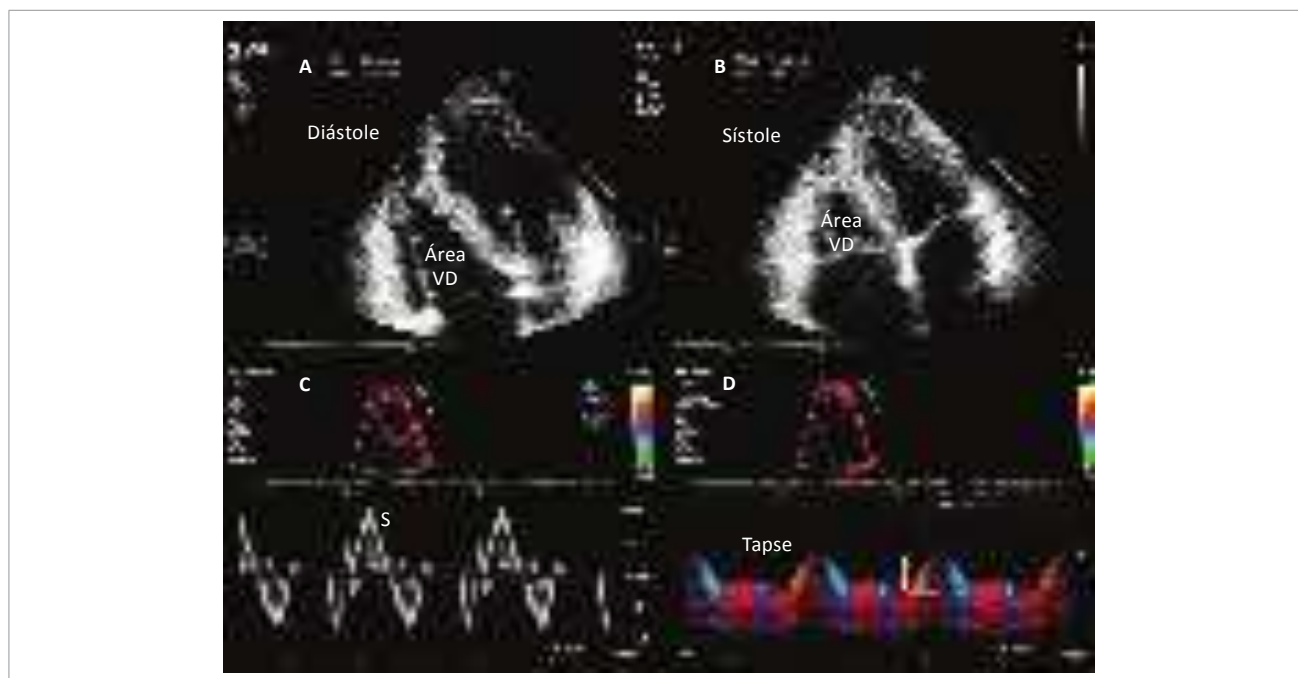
Medidas para avaliação quantitativa da função sistólica do ventrículo direito. Em A e B, foram obtidas a área diastólica (A) e sistólica (B) do VD no corte apical 4-câmaras para o cálculo da FAC. Em (C), estimava da função longitudinal do VD ao Doppler tecidual (onda S' da parede livre do VD). Em (D), medida da TAPSE obtida pelo modo M (ou unidimensional).
